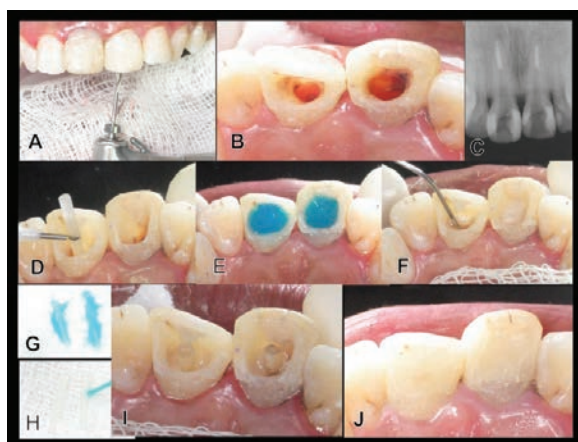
A) Uso de brocas Largo para desobturação; B) Visão palatina dos canais desobturados; C) Exame radiográfico periapical para verificar o limite de desobturação; D) Prova e delimitação do pino; E) Condicionamento com ácido fosfórico 37%; F) Irrigação com NaOCl 2,5%; H) Limpeza do pino com ácido fosfórico; I) Aplicação de Silano; J) Cimentação; K) Restaurações em resina composta para preenchimento concluídas.
